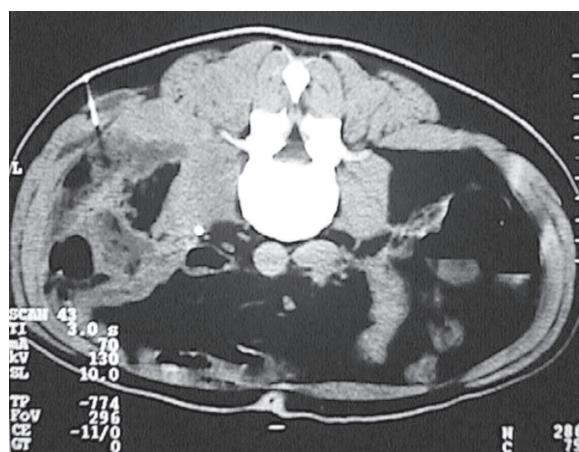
Punção por agulha fina de coleção suspeita de infecção guiada por tomografia. Infecção confirmada
